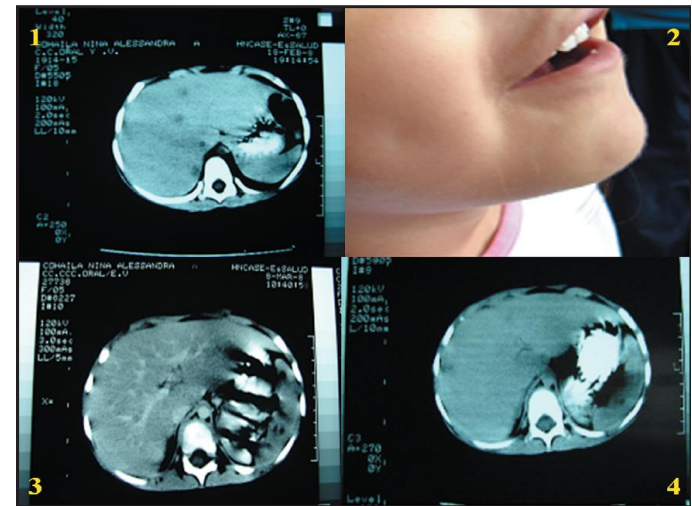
TAC abdominal inicial con abscesos hepáticos múltiples
